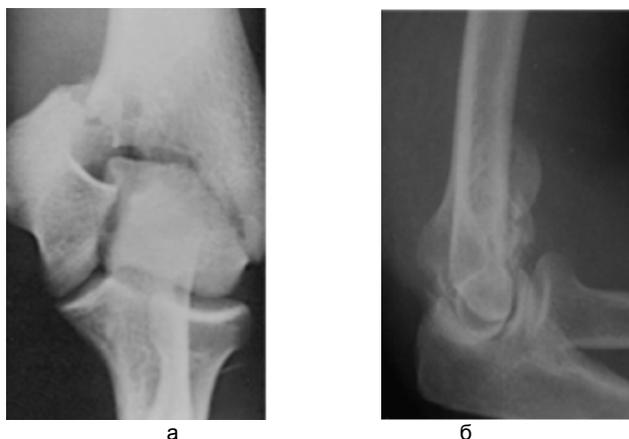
Рентгенограмма б-ной М., 83 лет, набл.105, и.б. № 2228/11
